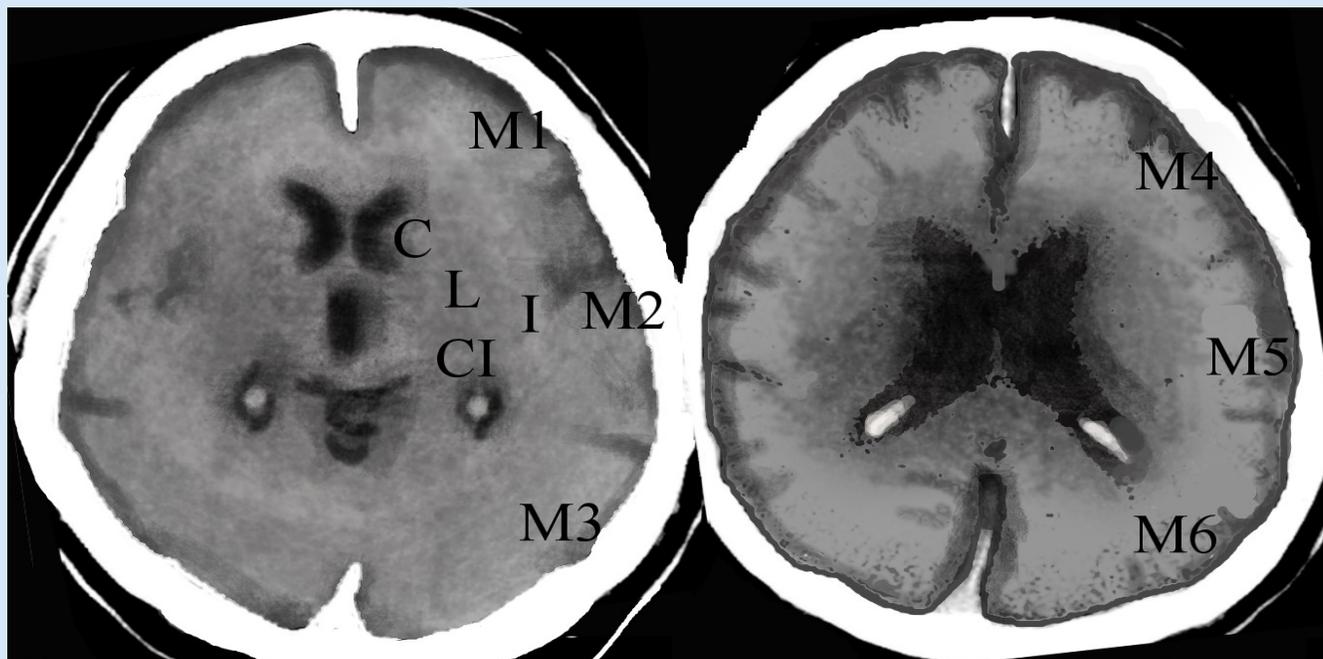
Imagen artística de TAC con puntos anatómicos de la escala ASPECT. A) Nivel de ganglios basales. B) Nivel de núcleo caudado. C: cabeza de caudado. CI: cápsula interna. I: ínsula. L: lenticular. M1: corteza de ACM anterior. M2: corteza de ACM a nivel del ribete insular. M3: corteza de ACM posterior. M4: corteza superior a M1. M5: corteza superior a M2. M6: corteza superior a M3. (Autor: Ana Bolena Campa Navarro)
